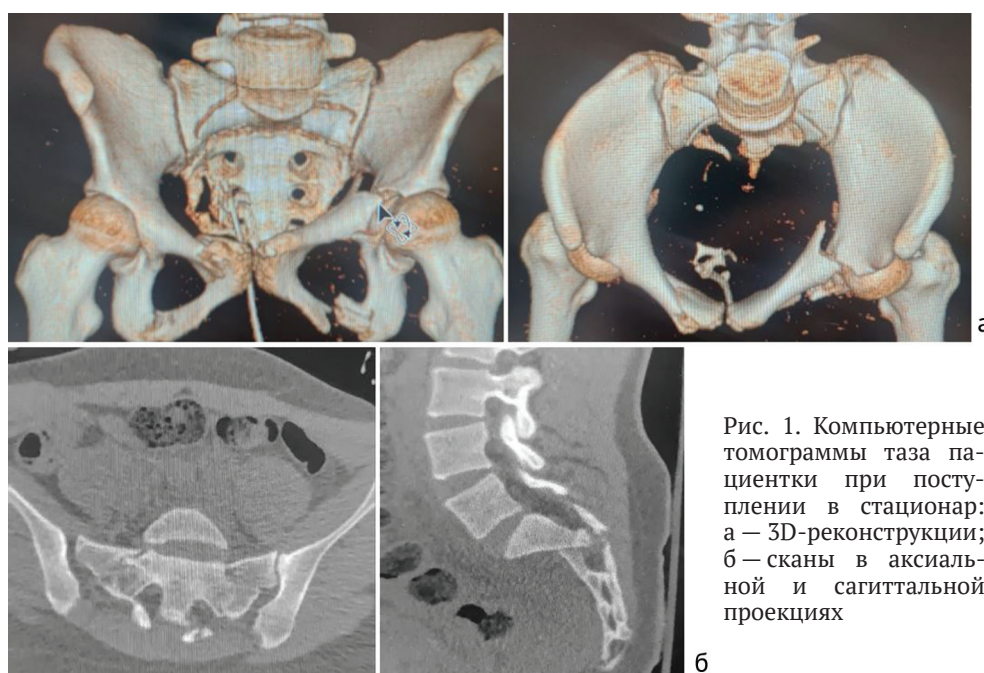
Компьютерные томограммы таза пациентки при поступлении в стационар: а — 3D-реконструкции; б — сканы в аксиальной и сагиттальной проекциях
